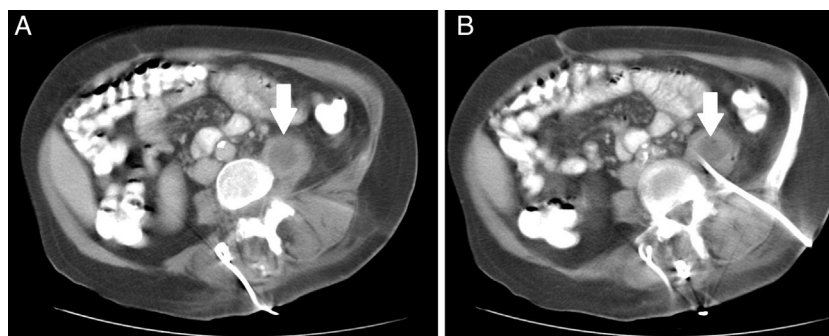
A) TC que muestra la resolución del absceso paravertebral. B) TC que muestra el absceso a nivel del músculo iliopsoas izquierdo (flecha).
